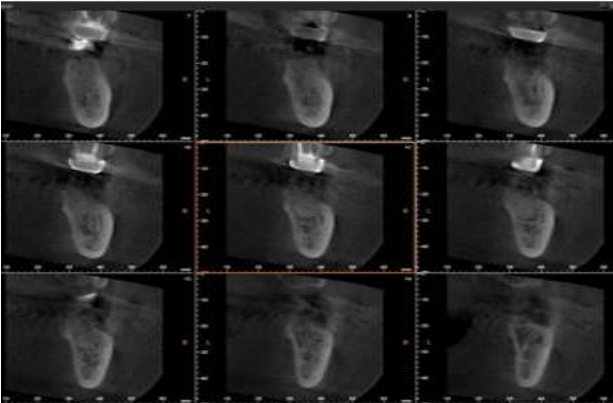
증례1의 발치 후 파노라마와 CBCT: 발치 후 발치창의 광범위한 골흡수와 하치조 신경 바로 상방까지의 골 흡수를 볼 수 있다.
